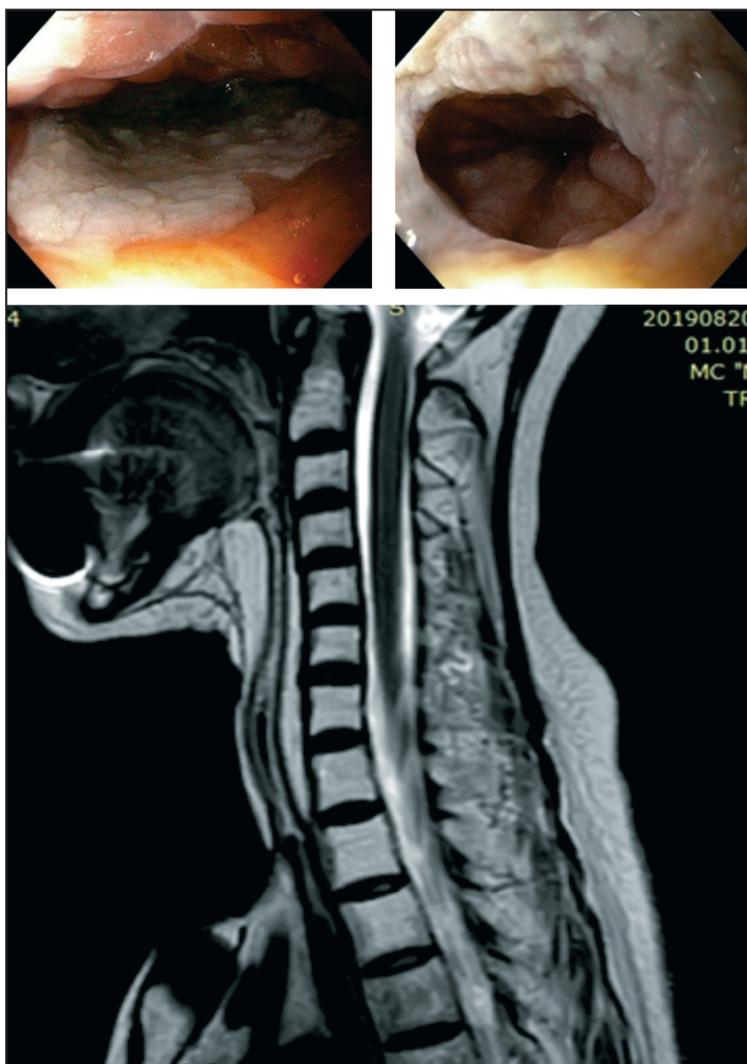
Видеоларингоскопия и МРТ картина свободного лучевого лоскута через 8 месяцев после реконструкции циркулярного дефекта глотки (август 2020 г.)
